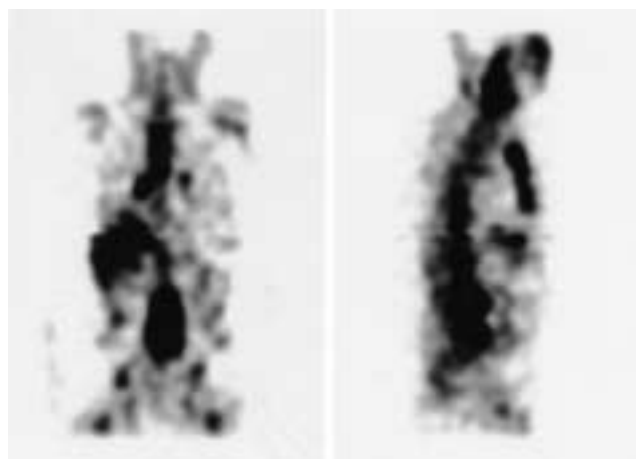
^{67}Ga scintigraphy showed a hot spot at the aneurysm.
